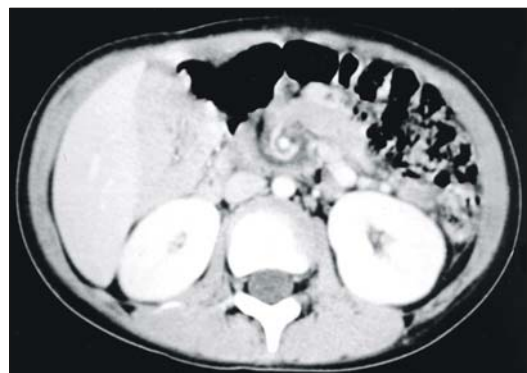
Abdominal CT scan shows the characteristic 'Whirlpool sign' meaning volvulus.
